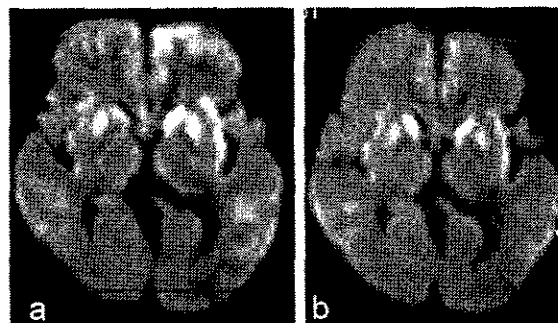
DW-MRI of patient 2. The right side of each image corresponds to the left side of the brain. High signal intensities were present in the corpus striatum and insular and cingulate gyri on both sides, and in the parietal and temporal lobes before (a) and after (b) quinacrine treatment. In b, the high signal in the left temporoparietal lobes (arrow) is attenuated, whereas signals in the other regions remain unchanged.
